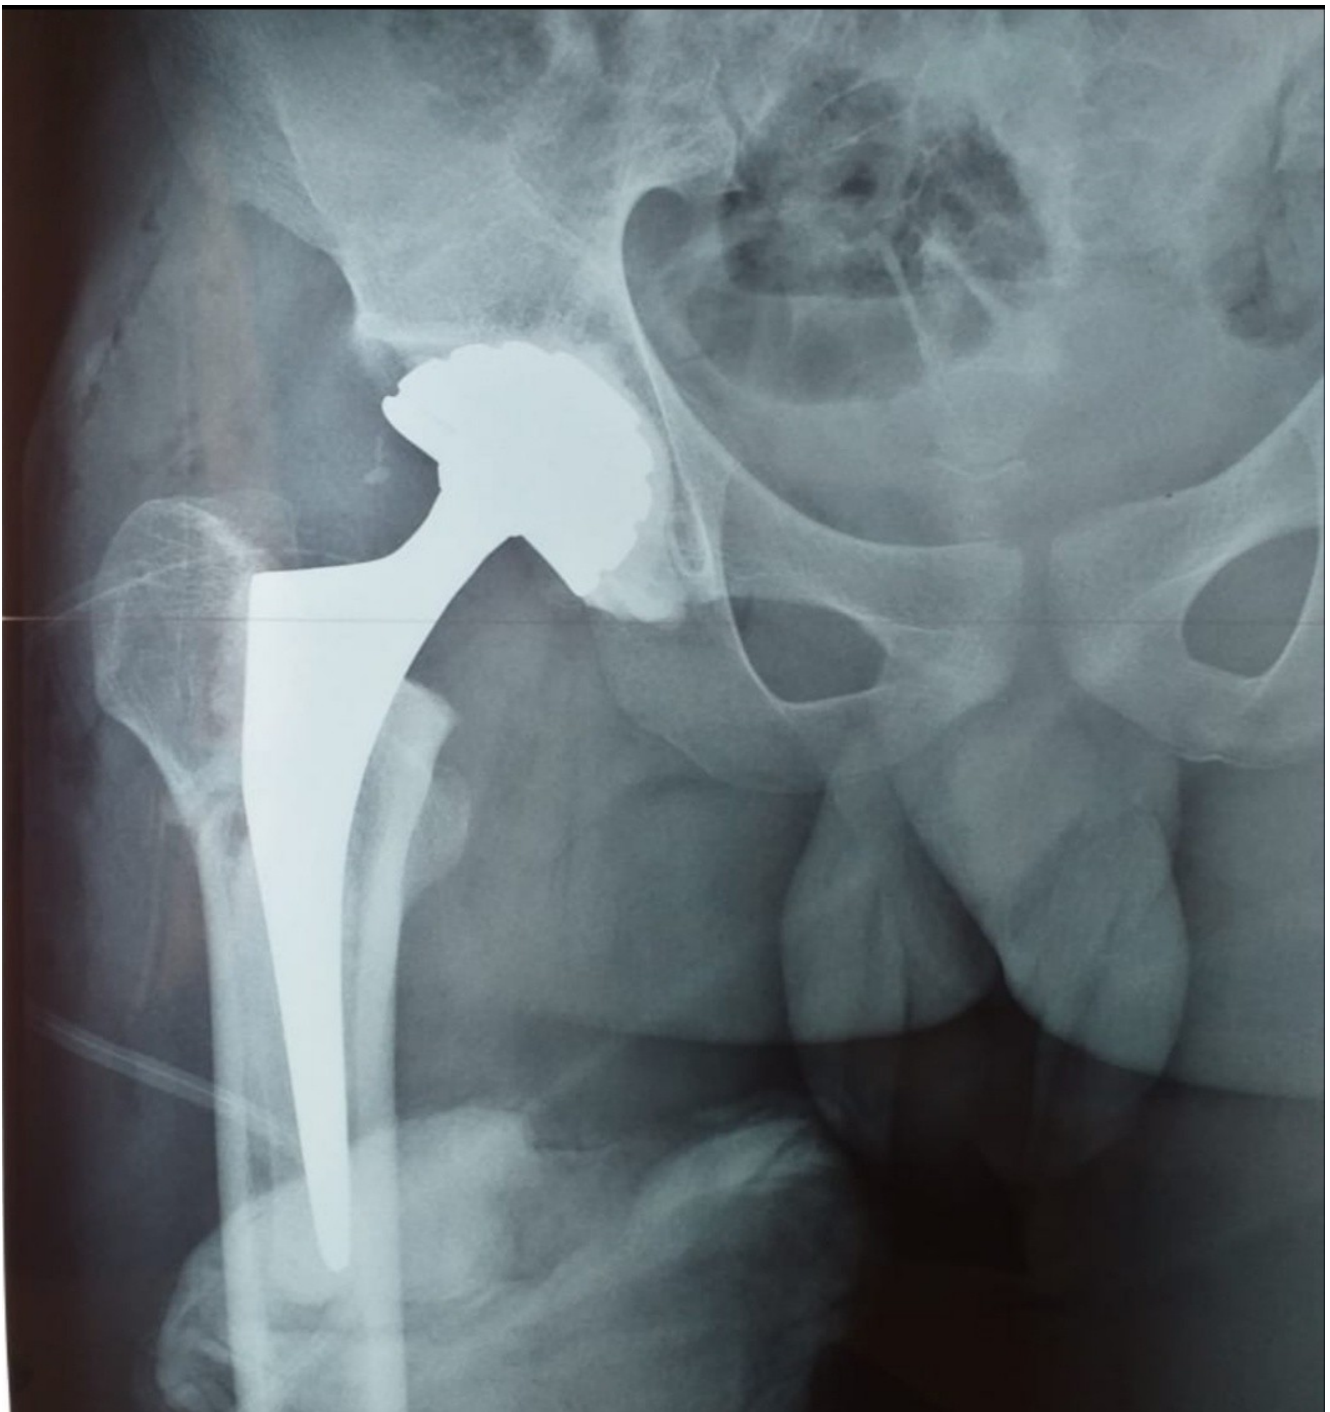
Radiographie d'une PTH double mobilité pour ostéonécrose de la tête fémorale
